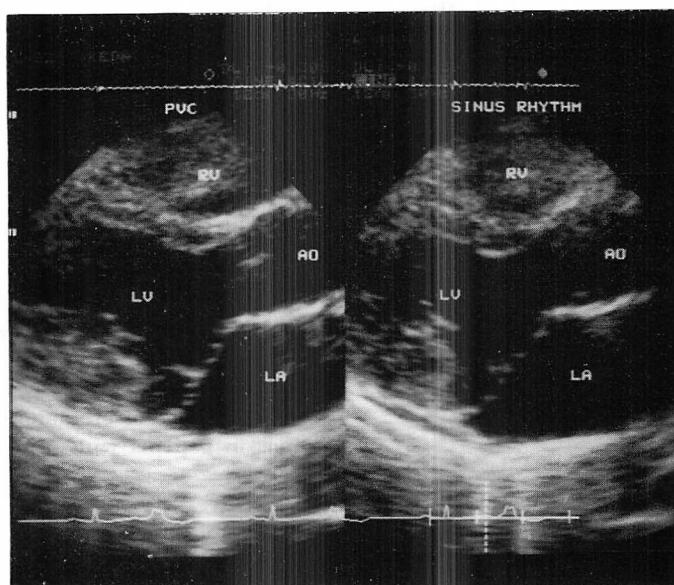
Two-dimensional echocardiograms recorded by parasternal approach in a patient with premature ventricular contractions and mitral valve prolapse.
